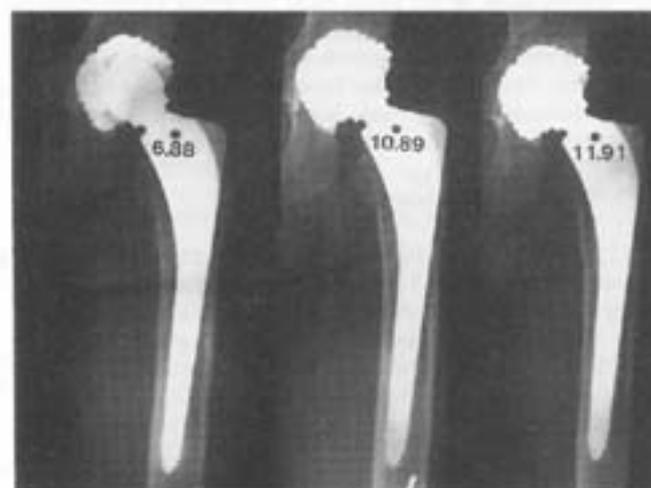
Röntgenverlaufskontrolle mit beginnender Saumbildung an Prothesenspitze.
